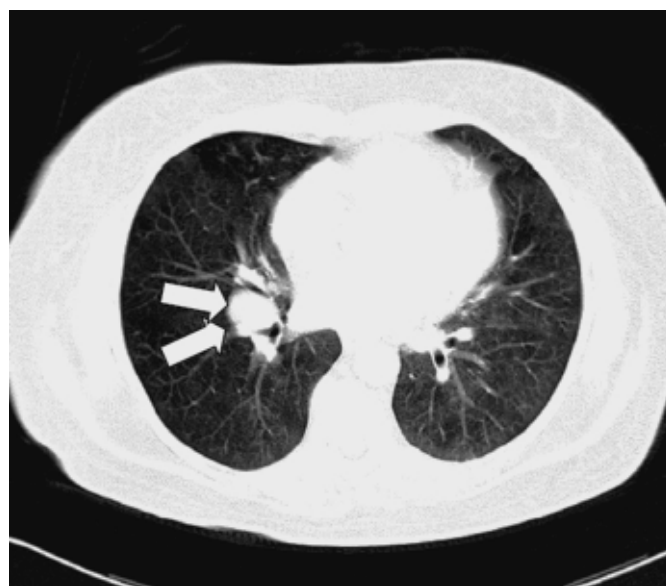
Thorax-CT, Fall 2: mit Pfeilen ist der im rechtem Lungenhilus liegende Tumor markiert.
